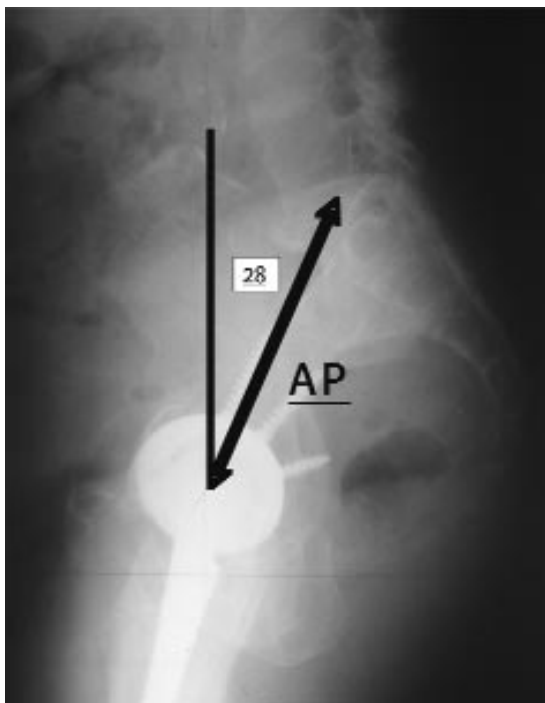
Mesure de la version pelvienne entre l'axe pelvien (AP) reliant le centre du plateau de S1 au centre des deux têtes fémorales superposées et la verticale. Ici l'angle fait +28°. Il sera reporté sur le scout-view de la TDM pour permettre une coupe donnant une mesure de l'antéversion en orthostatisme simulé.
